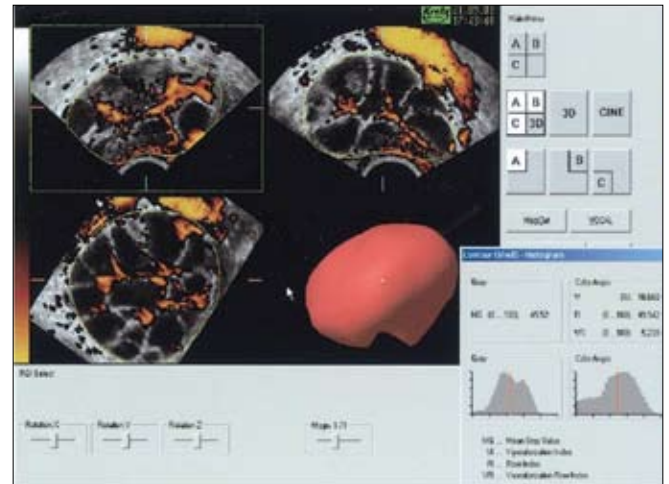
Ultra-sonografia Doppler: avaliação folicular.
